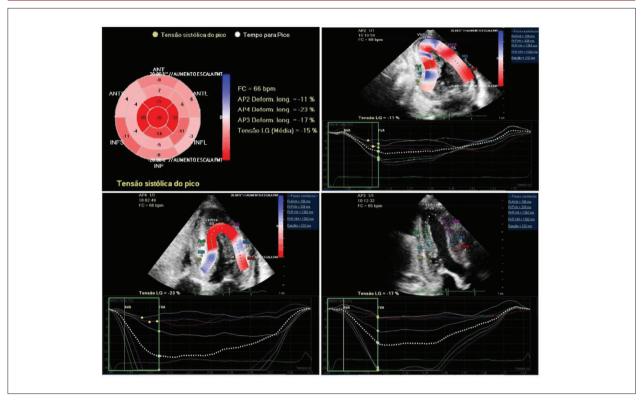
Ecocardiografia Speckle Tracking de paciente com amiloidose. Vídeos e laudo completo em anexo.
